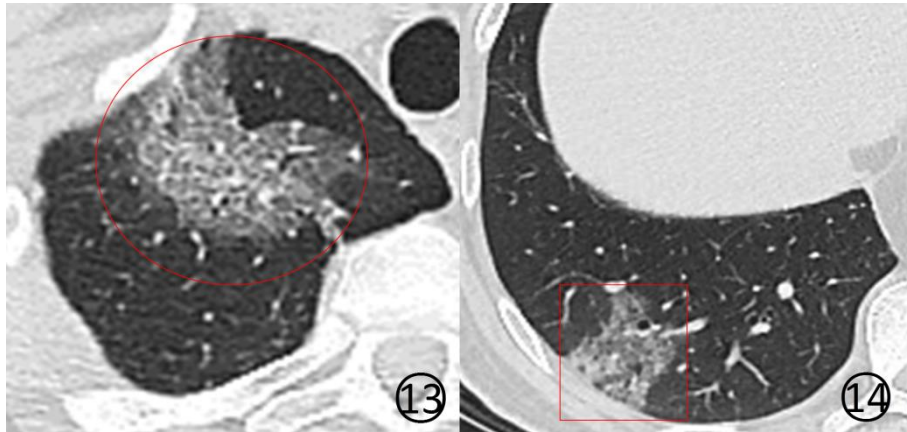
14 男, 49 岁。CT 平扫肺窗显示右上肺 (图 13) 和右下肺 (图 14) 胸膜下有片状磨玻璃阴影, 其内可见有增多的细血管阴影表现为网格样, 类似于“铺路石征”, 病变内可见细支气管充气支气管征
